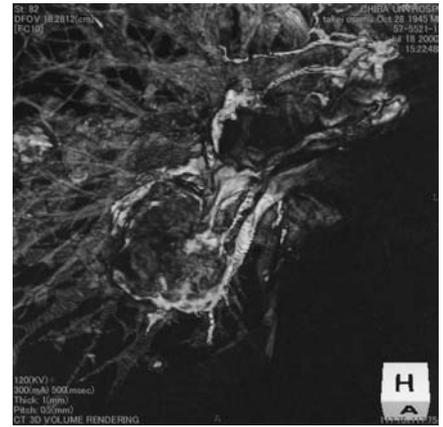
3D-image from CTA shows drainage vein into right pulmonary vein.
